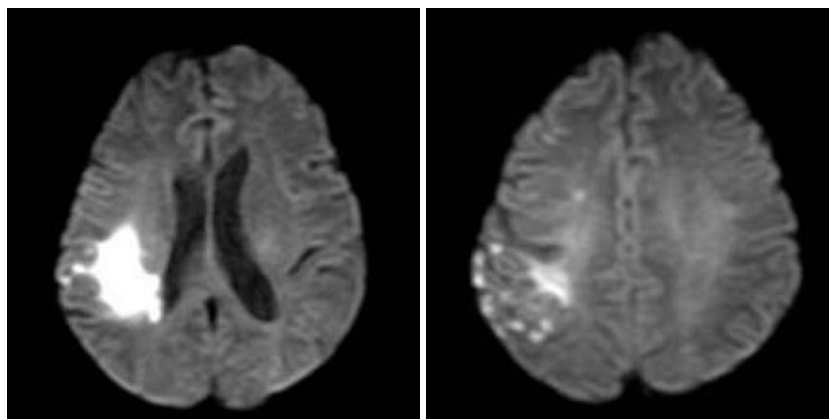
Brain MRI (DWI) at the onset of stroke showed a high-intensity signal in the right subcortical middle cerebral artery area with disseminated high-intensity signal lesions in the right subcortical area.
